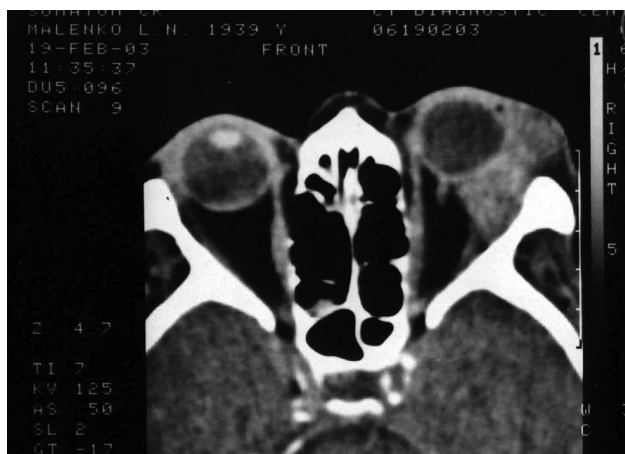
Компьютерная томограмма опухоли слезной железы лимфоидного генеза
